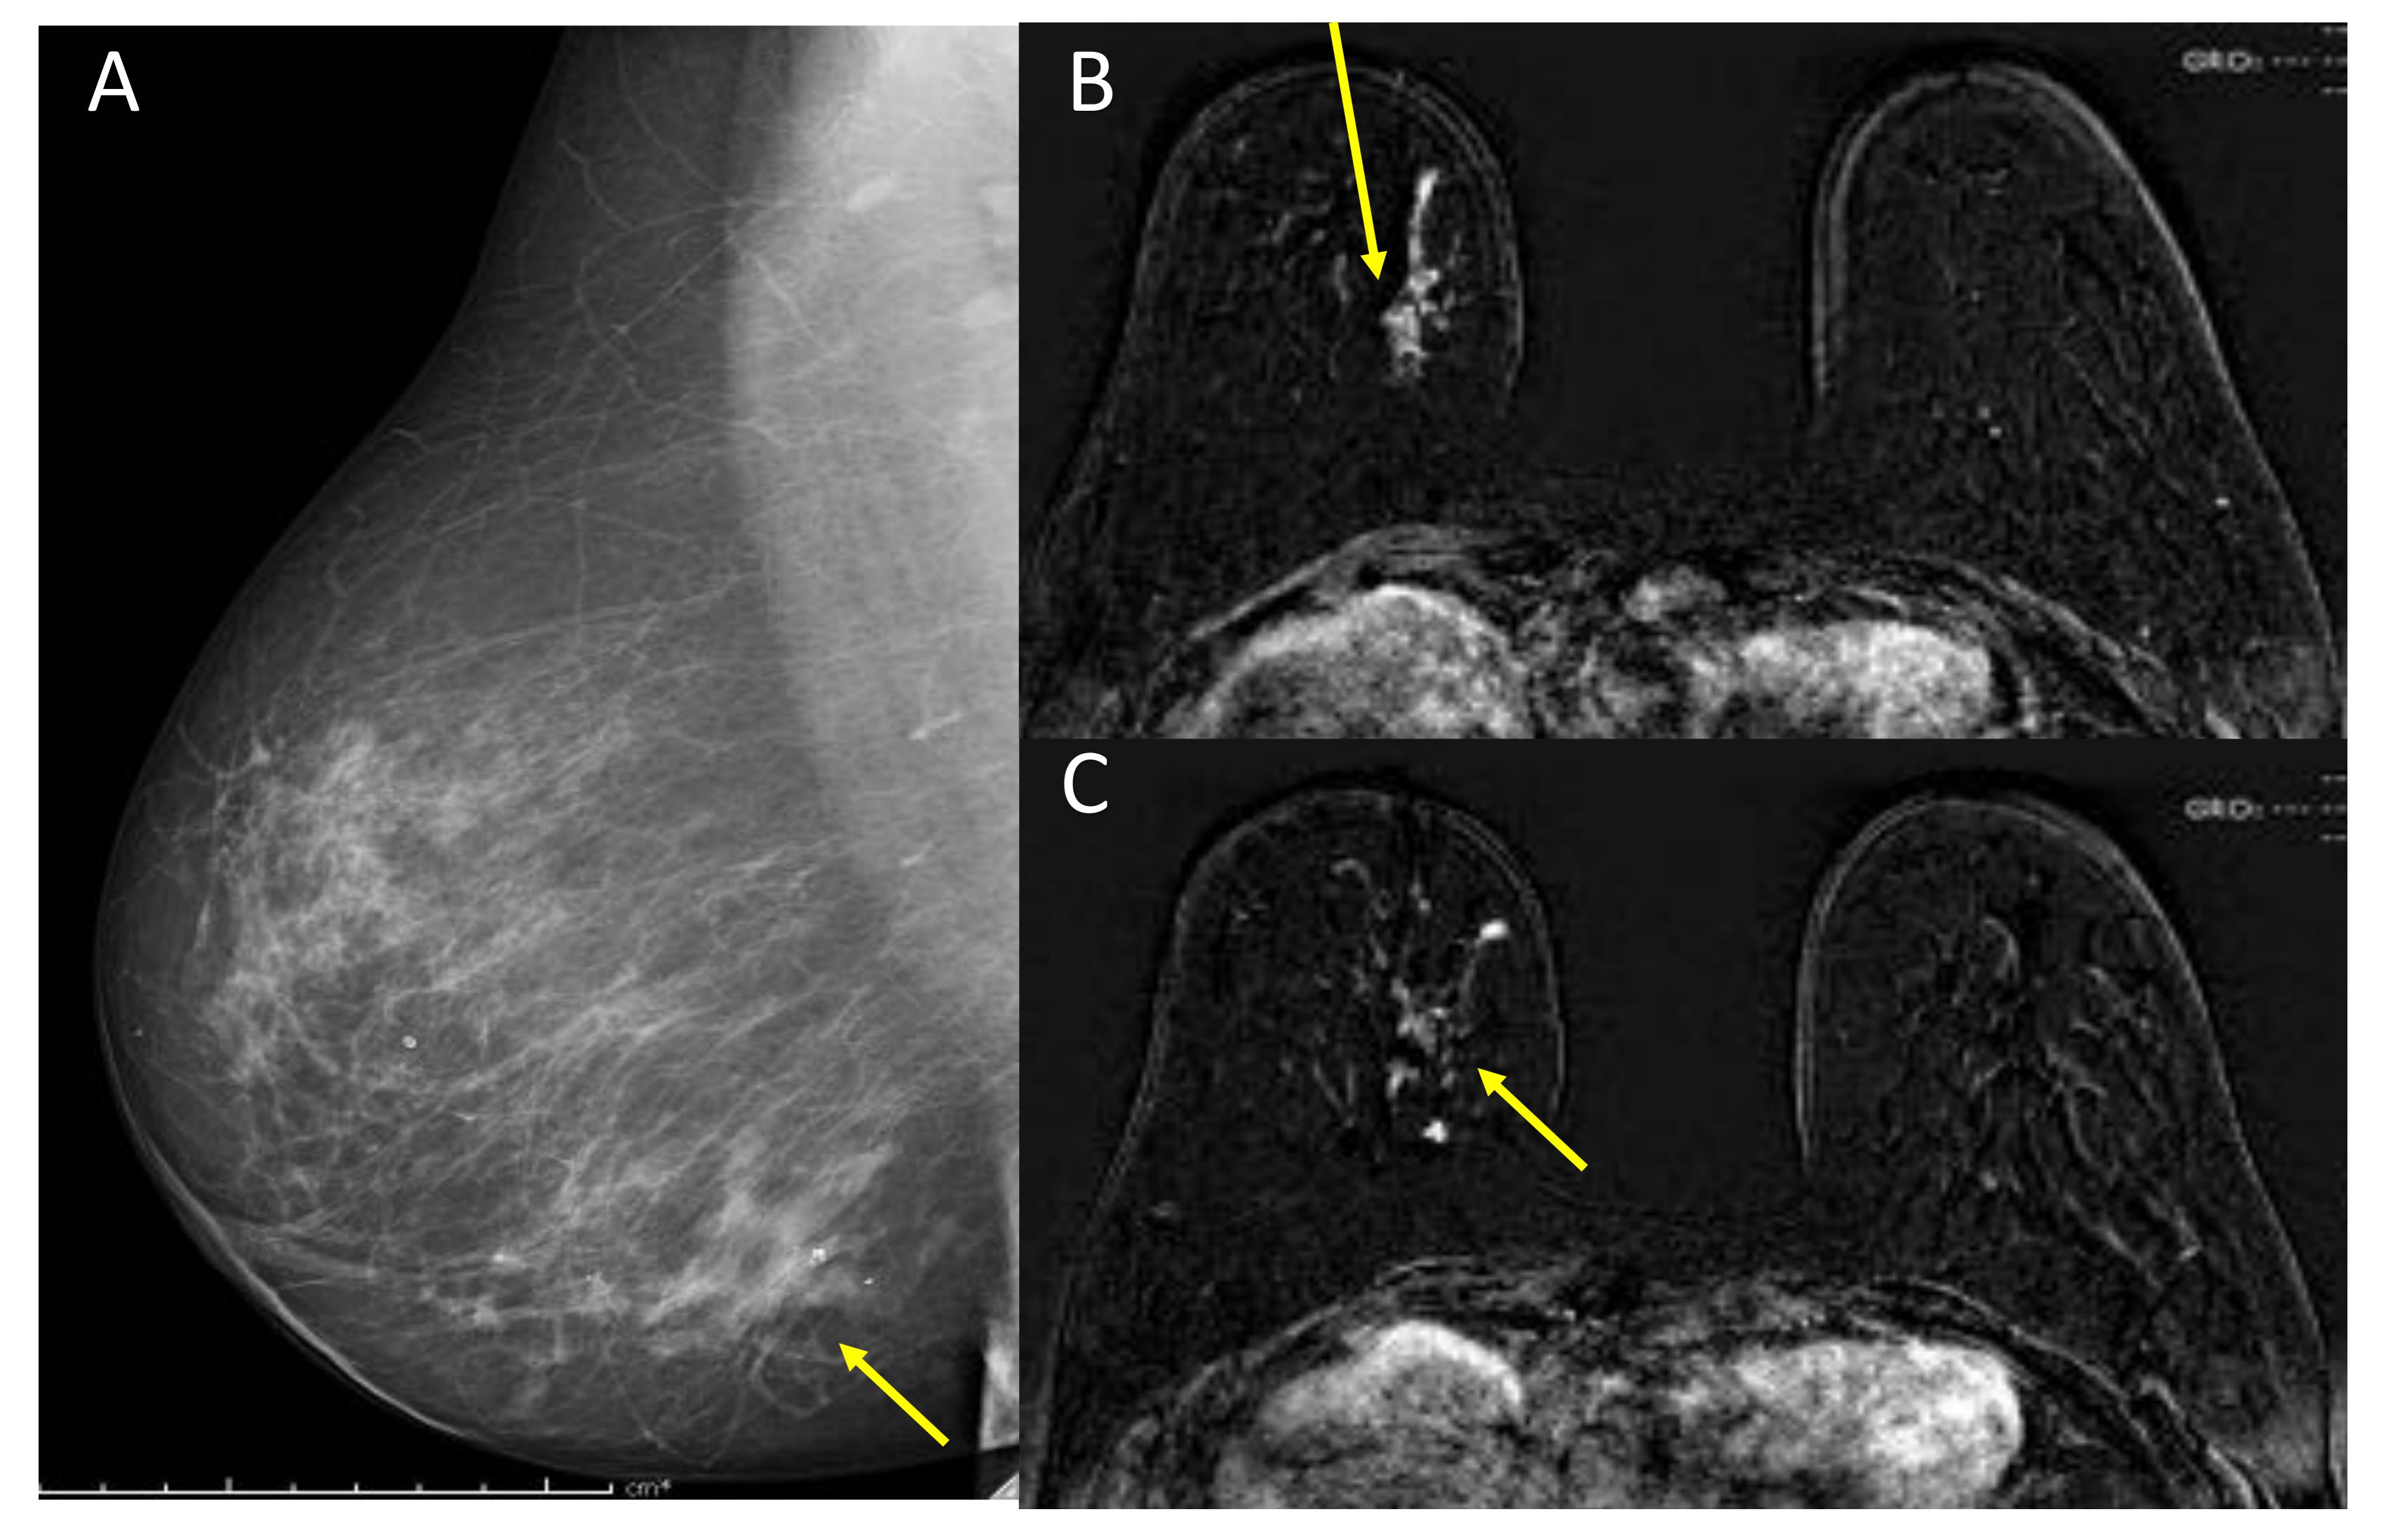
Papiloma intraductal. A) Mamografía en la que se observan varias estructuras tubulares retroareolares (flechas amarillas), que se corresponden a ductos mamarios dilatados con alguna calcificación. B y C) Imágenes de resonancia magnética de la secuencia de sustracción, en las que se aprecian varios ductos dilatados que realzan tras la administración de CIV (flechas).
